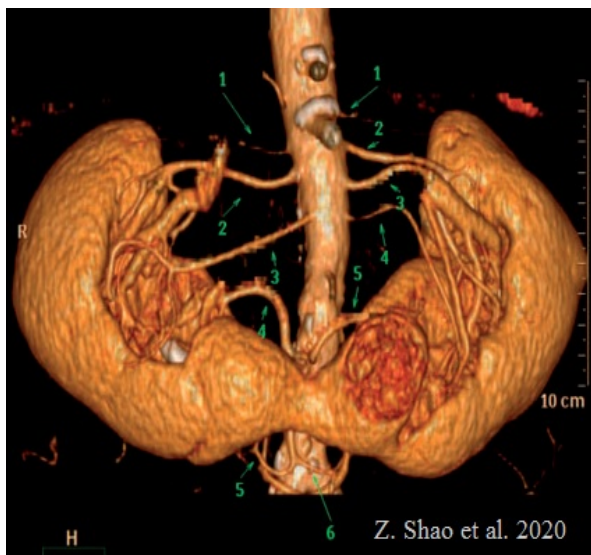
3D-реконструкция при компьютерной томографии из статьи Z. Shao [46] (описание в тексте)
